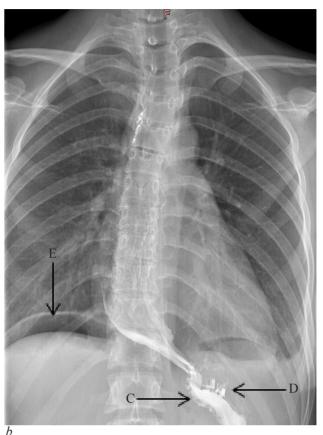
Contrast X-Ray images of the esophagus of the patient G., 22 years old:
